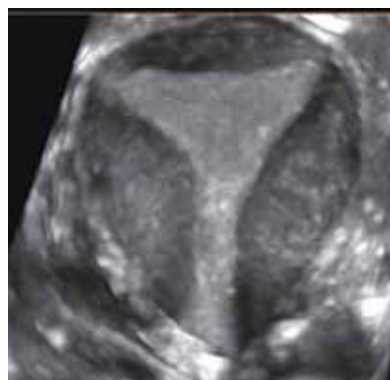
Ultrassonografia 3D, aquisição coronal pela via endovaginal evidenciando imagem do útero com endométrio secretor.
